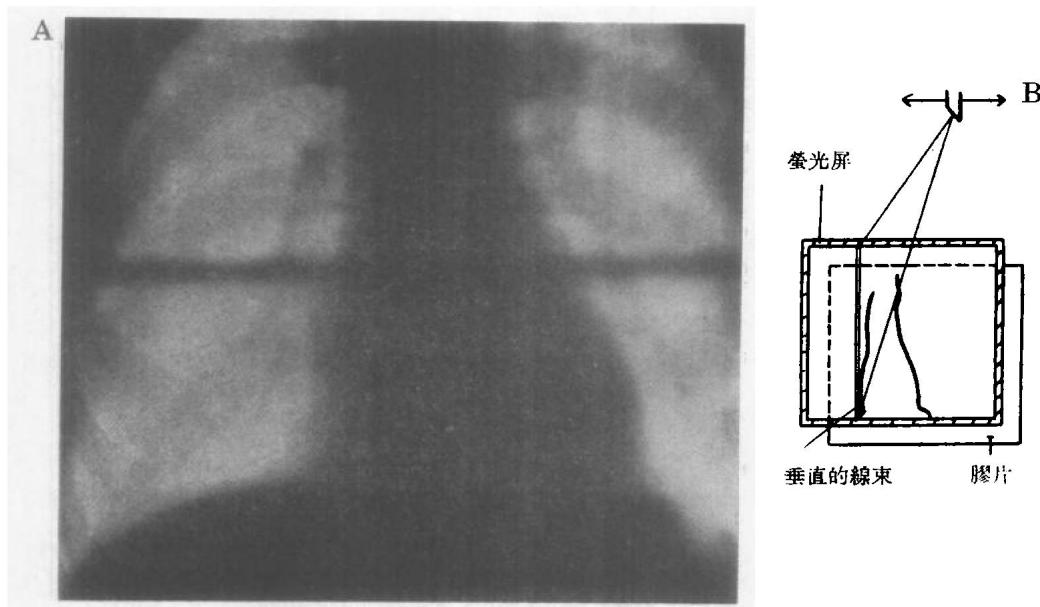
A. 正透X線攝影圖。左心緣與水平線之連點表示在透視時所見的相反的搏動點。B. 正透X線攝影的圖解。
